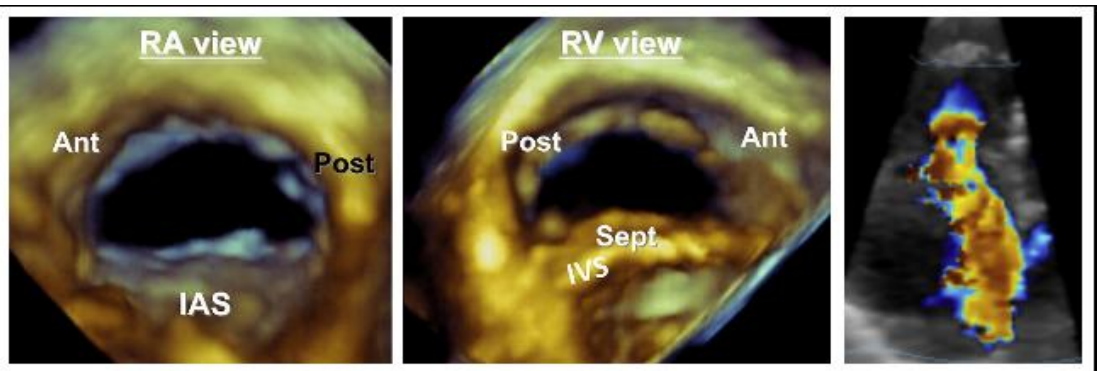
三尖瓣三维 TEE 成像时，无论是从右心房（左）还是右心室（中）观测方位来显示，三维图像上房间隔均位于下方。三维超声心动图彩色多普勒成像显示三尖瓣返流的血流汇聚区（右）。
